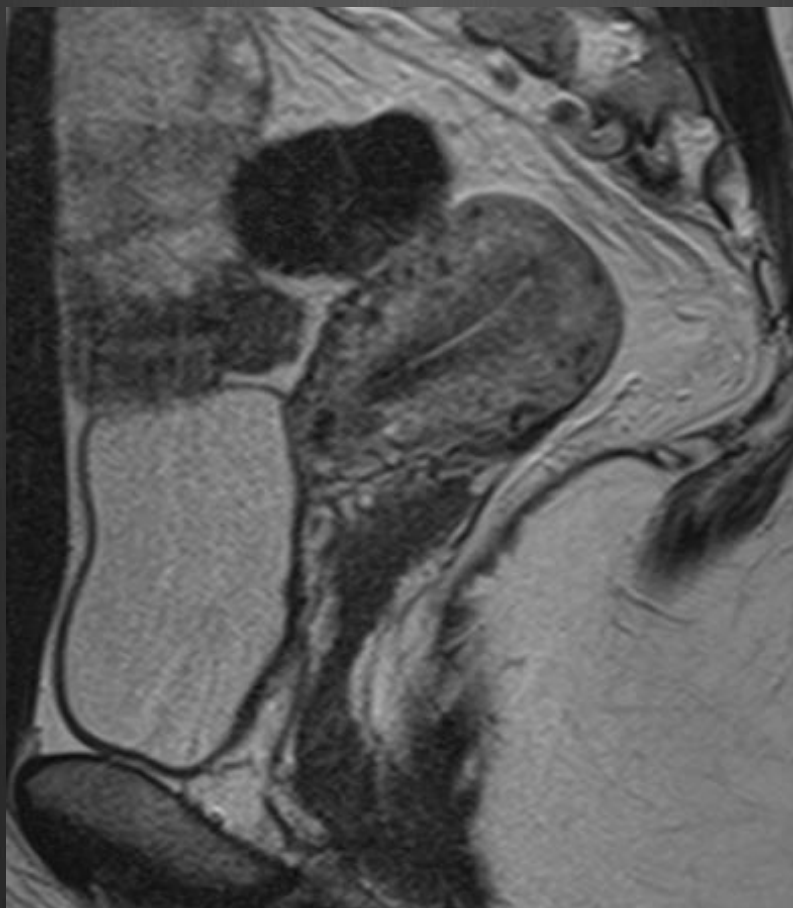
Resonancia magnética de pelvis, secuencia T2, corte sagital. Útero en RVF. Endometrio lineal, de alta señal, homogéneo.
